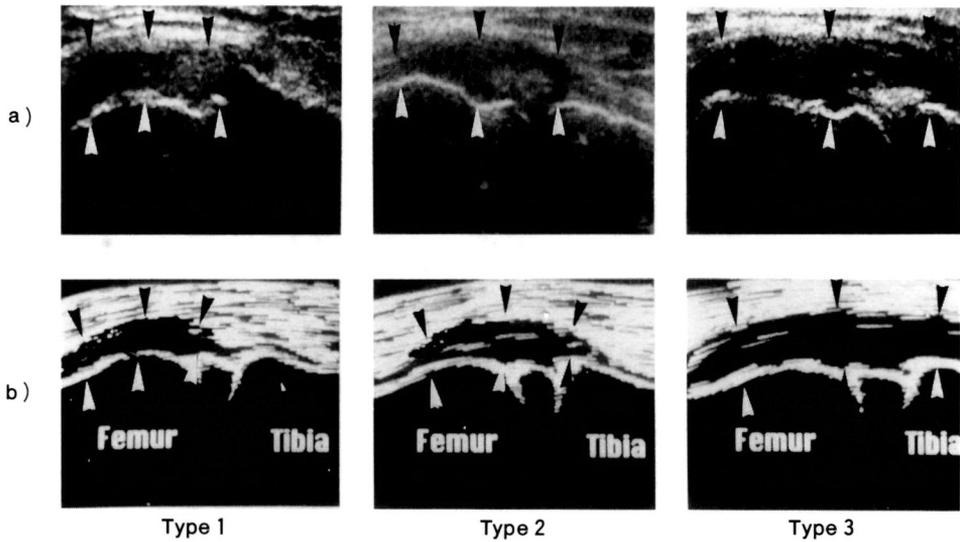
Ultrasonographic classification of MCL injury.
